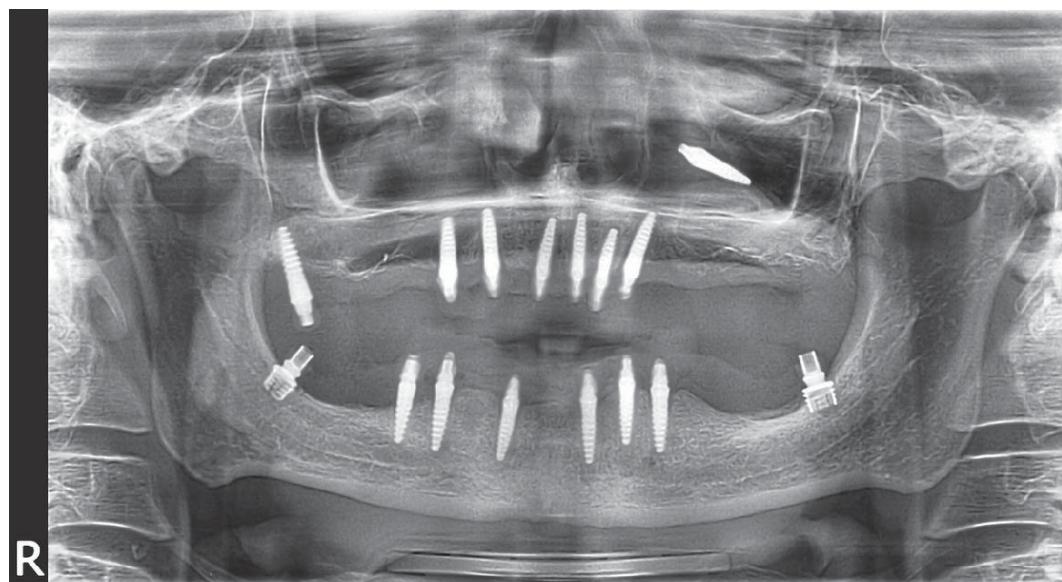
Ортопантомограма хворого Б. від 12.02.2012. Визначається дентальний імплантат в лівій гайморовій пазусі
